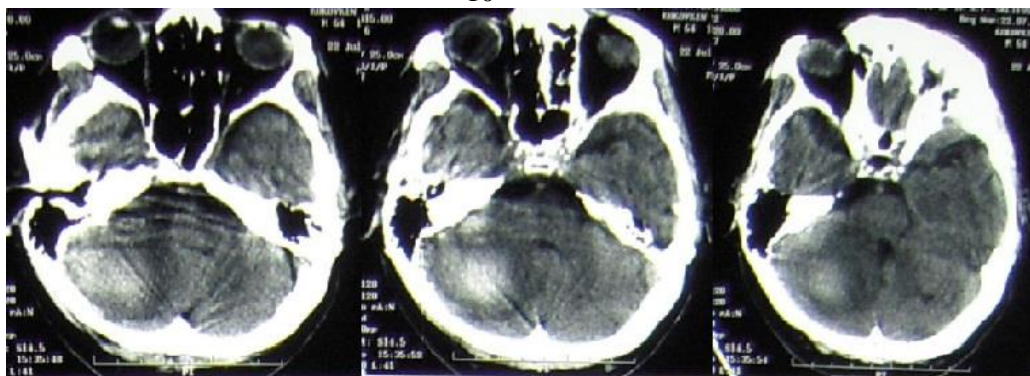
Компьютерные томограммы больного с подострой гематомой правого полушария мозжечка. Объем гематомы 30 см³, компрессия IV желудочка.
